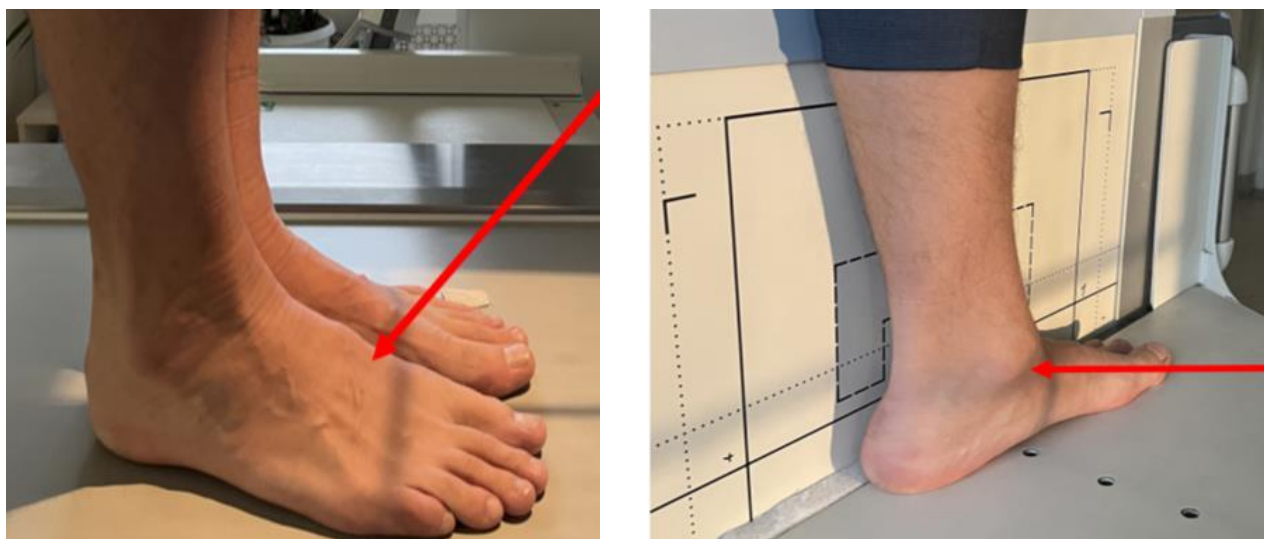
Положение пациента при проведении рентгенографии стоп под нагрузкой: А- выполнение рентгенограммы стоп в прямой проекции; Б- выполнение рентгенограммы стоп в боковой проекции
